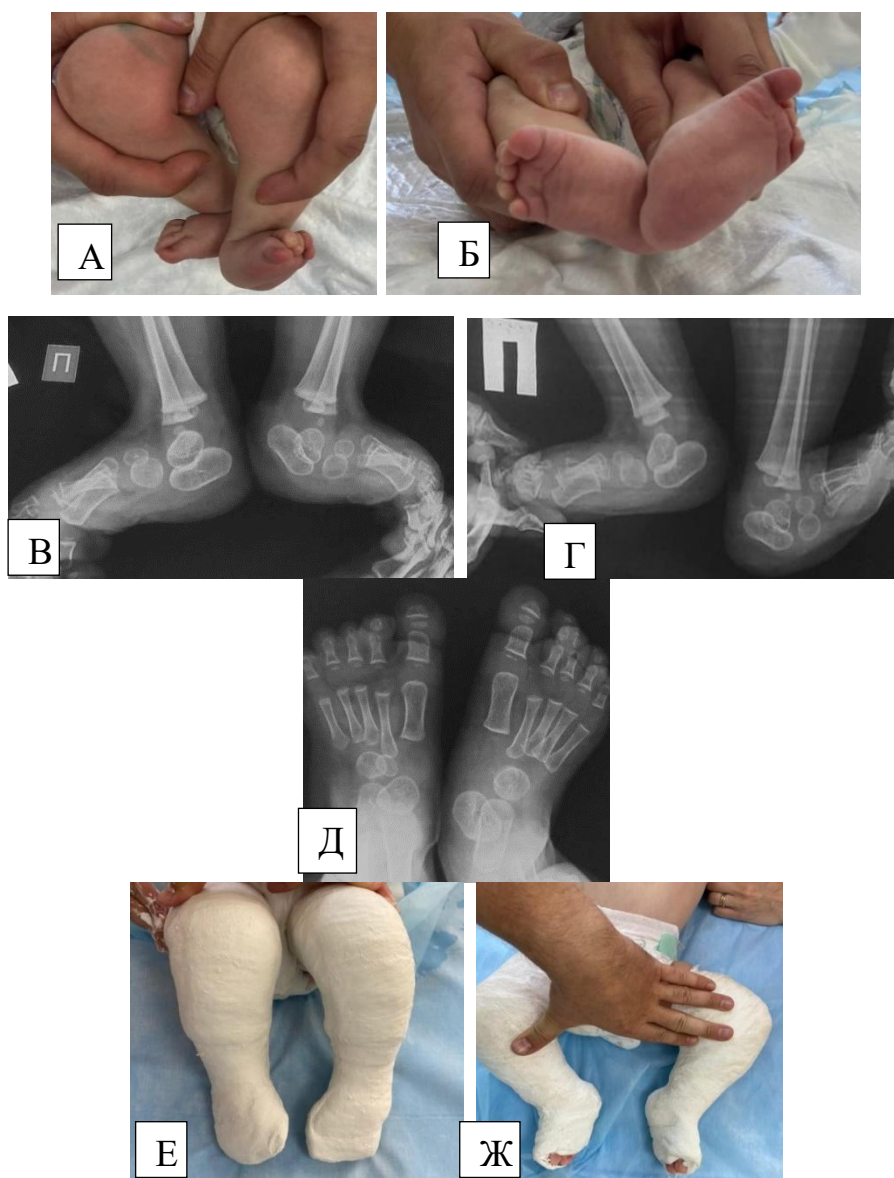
Пациентка П. с 2-х сторонней ВВТ, с неверифицированным генетическим синдромом (по клинической шкале оценки ВВТ 5 баллов – до лечения). А, Б – фото стоп до лечения, 2 месяца. В, Г, Д – рентгенограмма стоп в 1 год до лечения. В – в боковой проекции с подошвенной флексией. Г – с максимальной тыльной флексией. Д – прямая проекция. Е, Ж – фото финальных гипсовых повязок перед оперативным лечением, 1 год 1 месяц. По клинической шкале оценки ВВТ – 0 баллов (после лечения)
